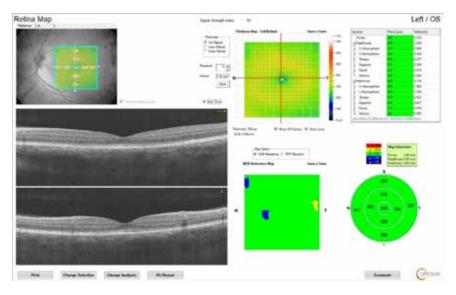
Пациент К. Оптическая когерентная томография макулярной зоны через 12 месяцев. МКОЗ 0,9
